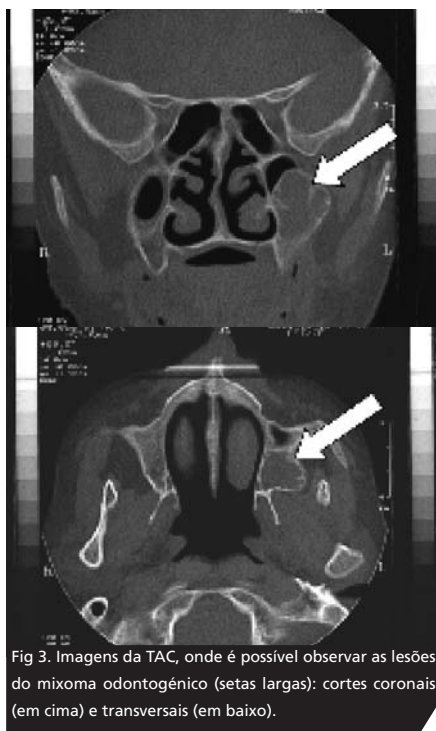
Imagens da TAC, onde é possível observar as lesões do mixoma odontogénico (setas largas): cortes coronais (em cima) e transversais (em baixo).
